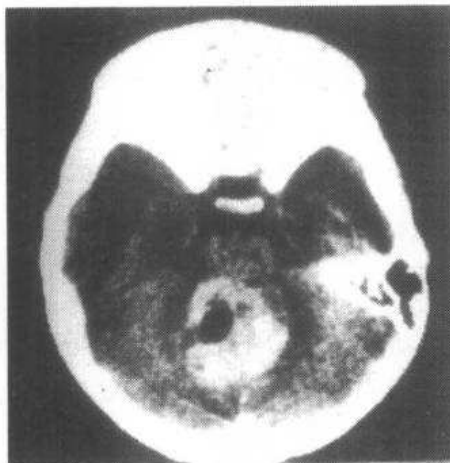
髓母细胞瘤 CT 增强图像，小脑蚓部肿物均匀强化，内见囊变区
